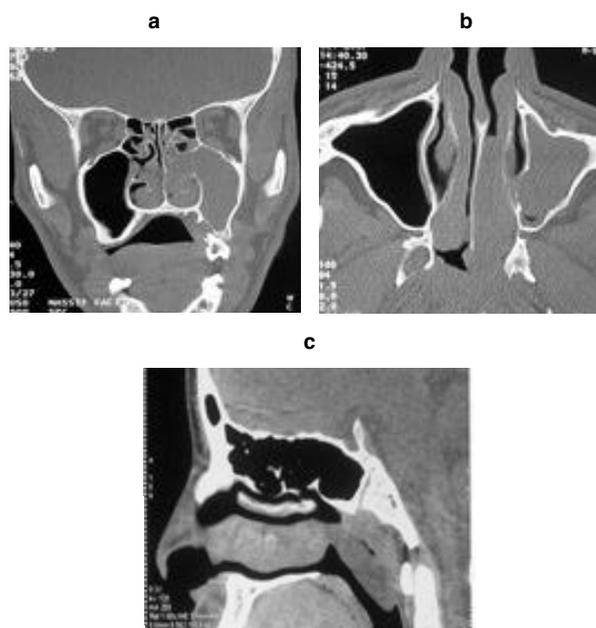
TDM coupes coronale, axiale et sagittale : opacité comblant le sinus maxillaire étendue à la fosse nasale gauche [a], au cavum [b] et à l'oropharynx [c]
